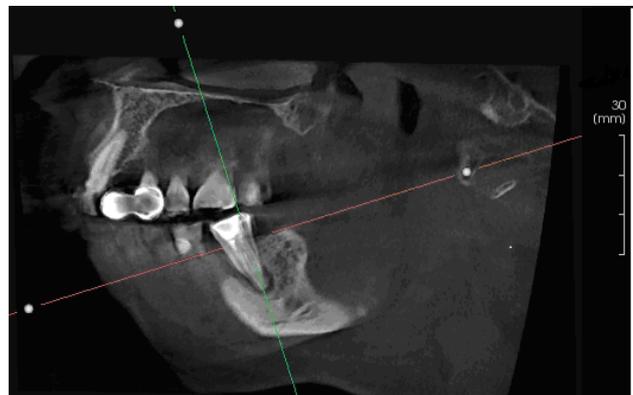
Трёхмерная (3D) компьютерная томография. Сегментарный снимок через 3 месяца после пломбирования зуба 47. Корневая киста с чётким контуром
